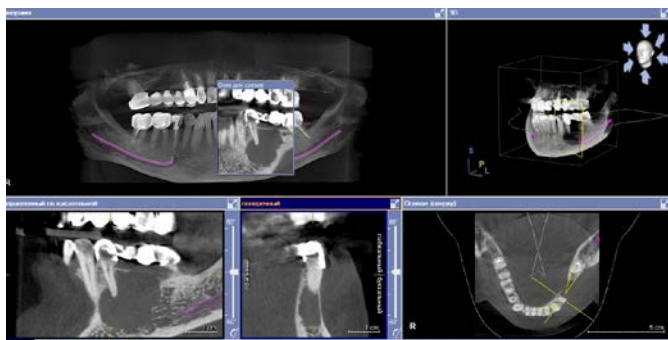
КТ перед первичным стоматологическим вмешательством
